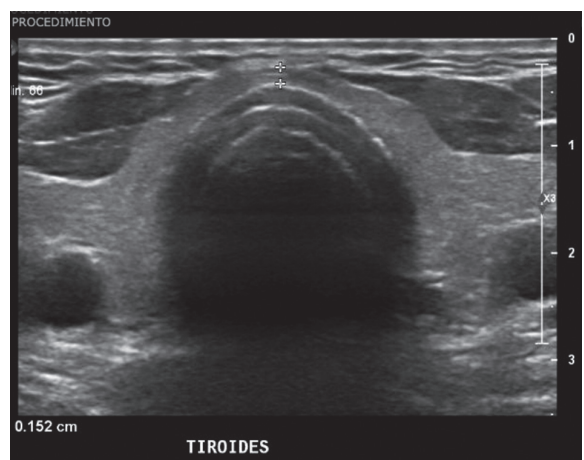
Ultrasonografía de cuello en línea media. Se aprecia la tráquea (estructura redondeada con refuerzo en anillos traqueales), glándula tiroides (istmo marcado con cruces para medirlo), gran parte de ambos lóbulos tiroideos y músculos infrahioides superficiales a glándula tiroides. En profundidad y lateralmente se aprecian arterias carótidas.
